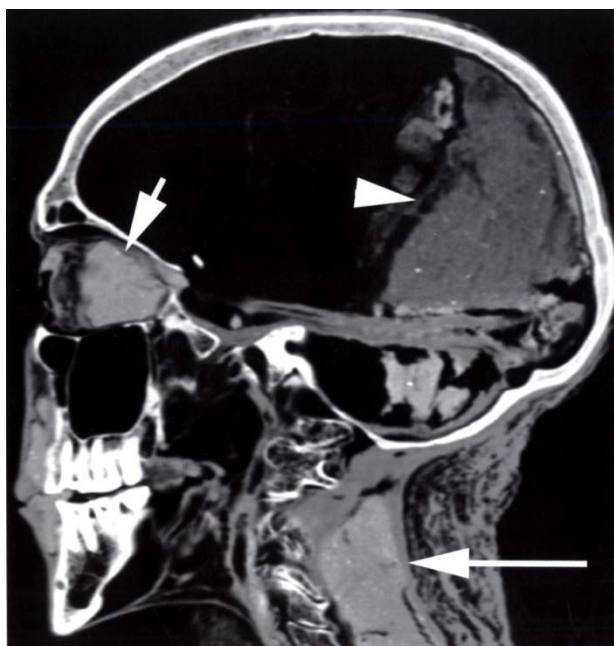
TAC de la momia de Seti I donde se aprecia la diseminación de la resina hacia la cavidad craneal a través del canal óptico (Hawass & Saleem, 2016)
